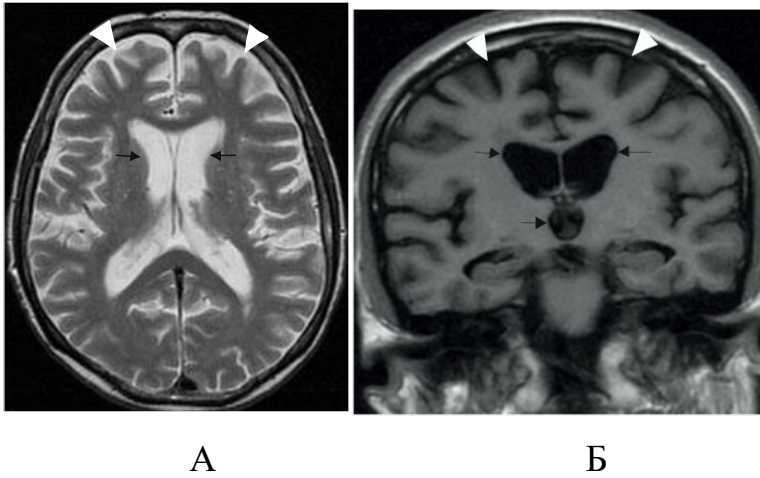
Пациент Ж., 39л., ВИЧ-энцефалопатия (И/б 1406). А – T2 ВИ, Б – T1 FLAIR. Расширение наружных (головки стрелок) и внутренних ликворных пространств (черные стрелки)
